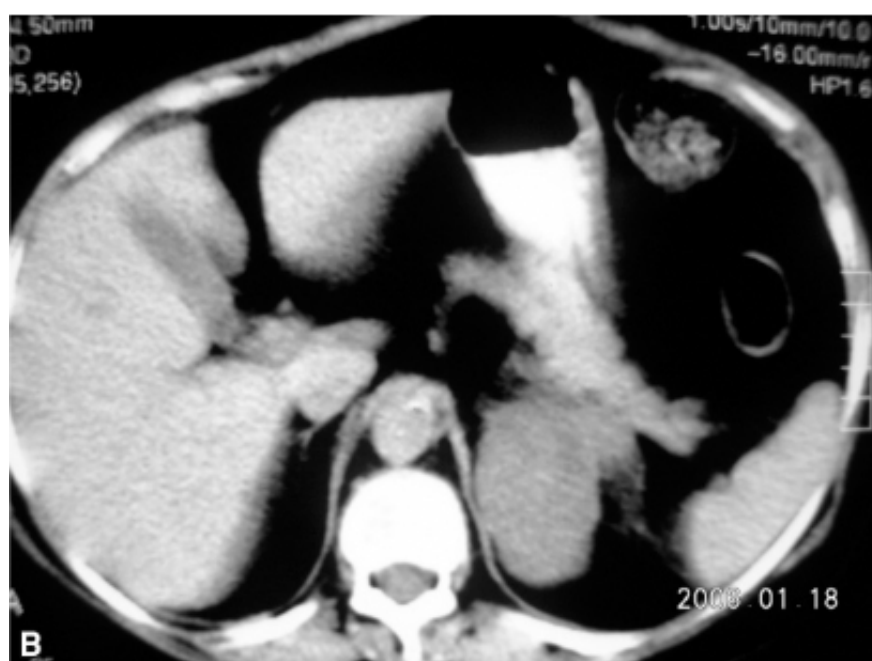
Tomografia computadorizada de carcinoma de glândula suprarrenal esquerda, visualizado
